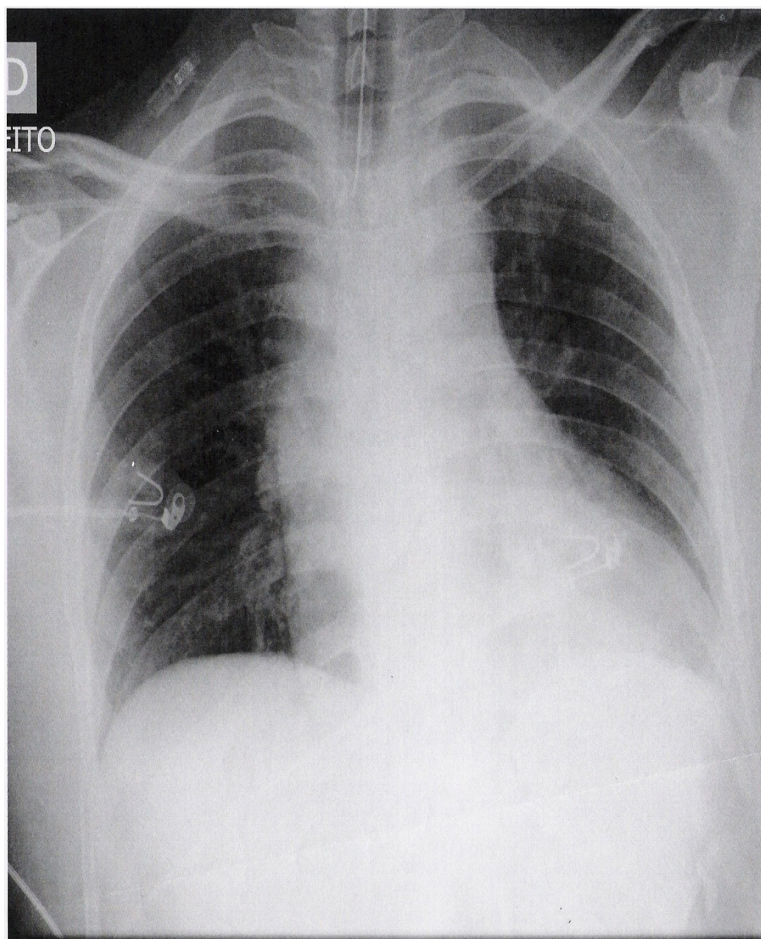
Radiografia de tórax evidenciando cardiomegalia, alargamento do mediastino e campos pulmonares livres.
